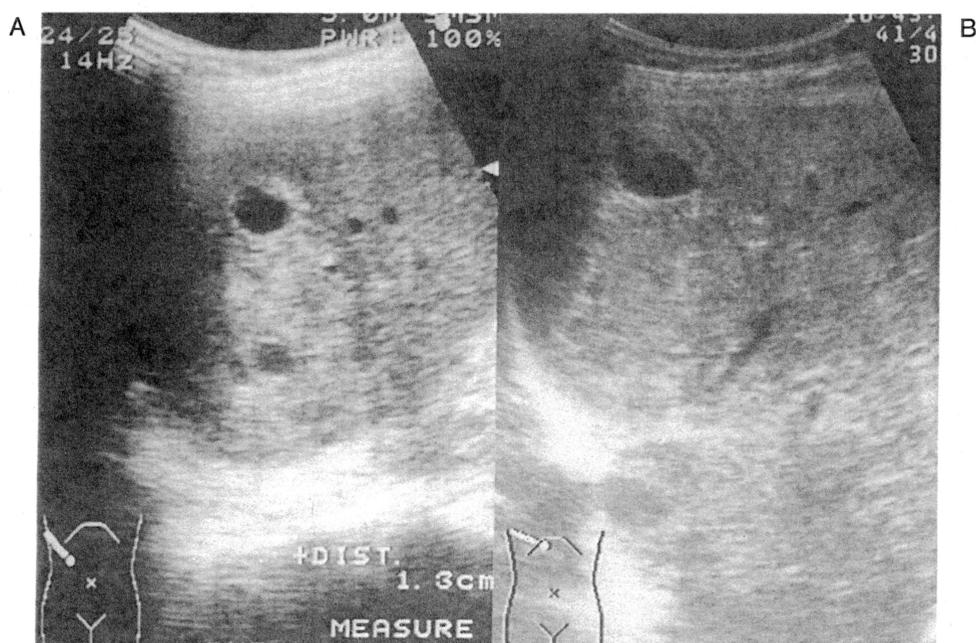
入院時の超音波検査 (A) と比較し6ヶ月後の超音波検査 (B) では腫瘍の増大は認めない。
